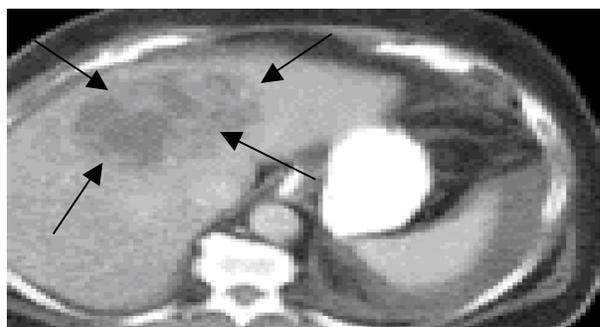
TAC, imagen del absceso hepático.
